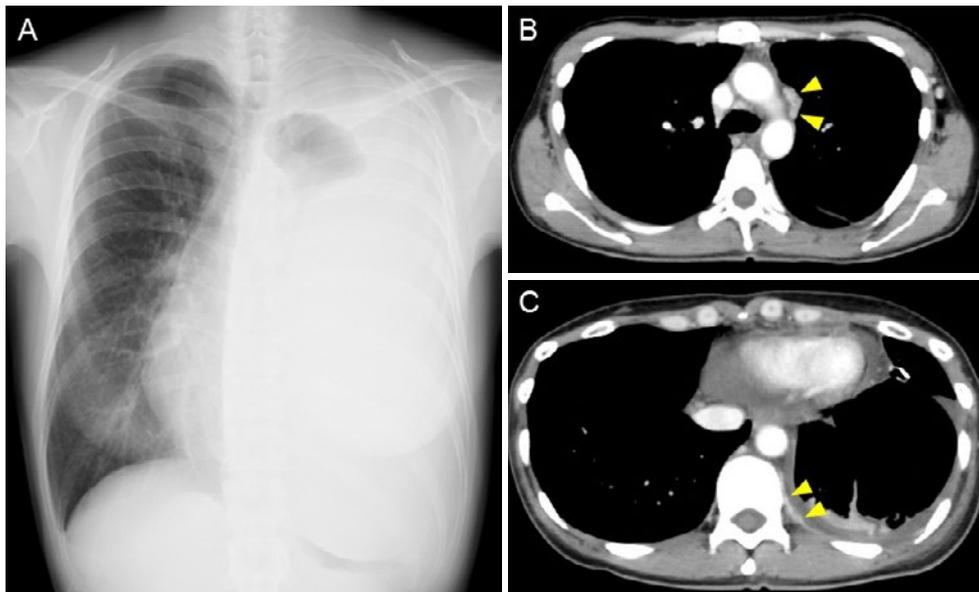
画像所見. (A) 入院時 X 線写真. 201X 年 4 月の初診時に大量の左胸水貯留を認めていたが、およそ 3 週間後の入院時にはさらに増量し、左肺は虚脱、縦隔は右側に変位している. (B, C) ドレナージ後の胸部造影 CT. 造影される小結節影 (▲) が左胸腔内に散在していた.
